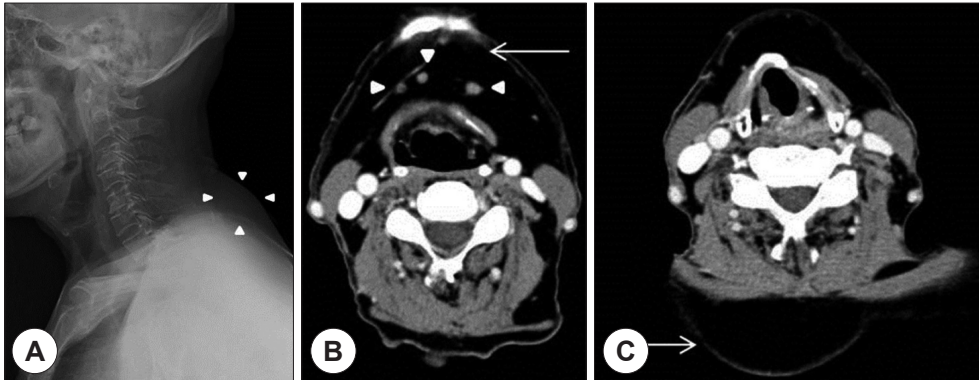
Radiologic findings. Simple cervical lateral view shows soft tissue density mass on posterior cervical area(A). Contrast-enhanced axial neck CT scan show lobulated and well-margined low attenuated mass with several enlarged lymph nodes on anterior(B : white arrow head-enlarged lymph nodes) and posterior cervical area(C).
